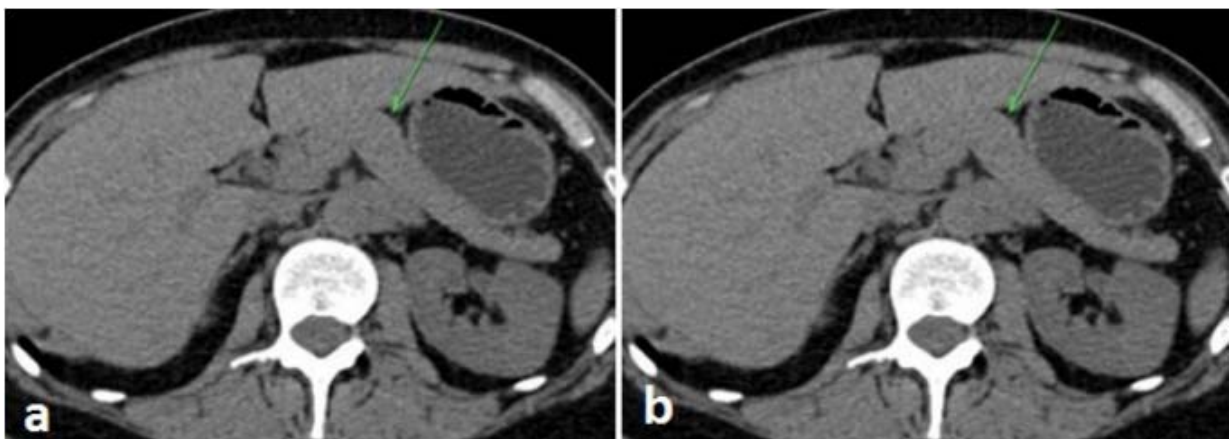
TDM abdominale – coupe axiales en contraste spontané (a) et au temps pancréatique de l'injection du produit de contraste (b) [178].
